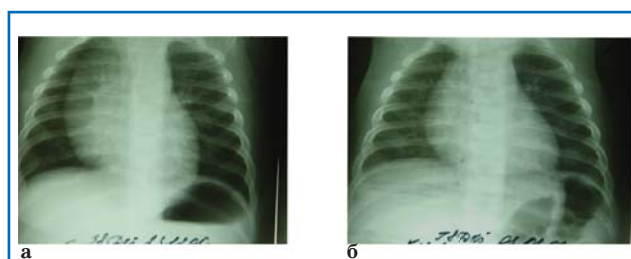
Динамика данных рентгенологического исследования органов грудной клетки ребенка 4 лет с ОРВИ, острым бронхитом: вторичная гиперплазия тимуса в остром периоде болезни (а) и отсутствие увеличения тимуса через 2 недели (б).
